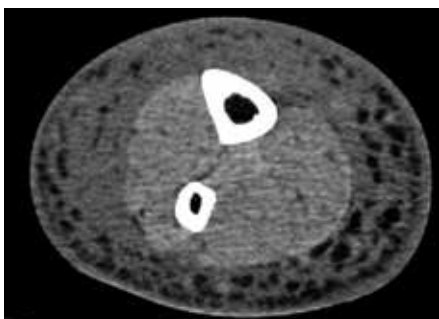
Компьютерная томограмма нижней конечности на уровне средней трети голени. Аксиальная плоскость. Пациент с III стадией лимфатического отека. Подкожная жировая клетчатка утолщена, плотность ее диффузно повышена, структура негетогенная, отмечаются прослойки жидкости, множественные концентрические фиброзные тяжи. Подкожная жировая клетчатка слабо дифференцируется от кожи по передней поверхности.
